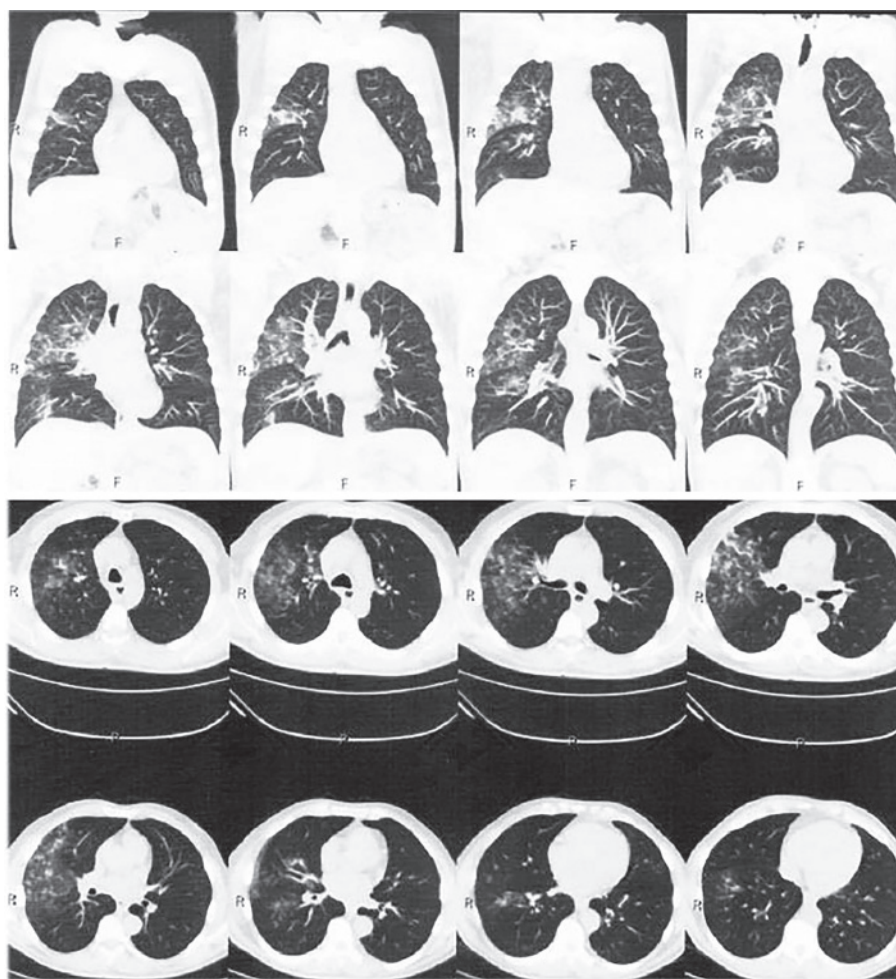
КТ легень хворого Л. 18 березня 2024: ознаки двобічної пневмонії — переважно, правобічної верхньо- та нижньодольової та язичкових сегментів ліва
